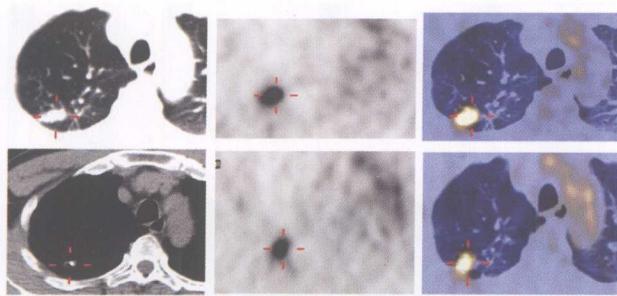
男性, 65岁, 右肺上叶结核。 ^{18}F -FDG PET示右肺上叶尖段结节状放射性异常浓聚影, 早期显像(下图), SUV 5.5, 延迟显像(上图) SUV 6.4, 滞留指数 16.3%; CT示肺窗见长条片影, 纵隔窗见病灶内规则点状钙化
